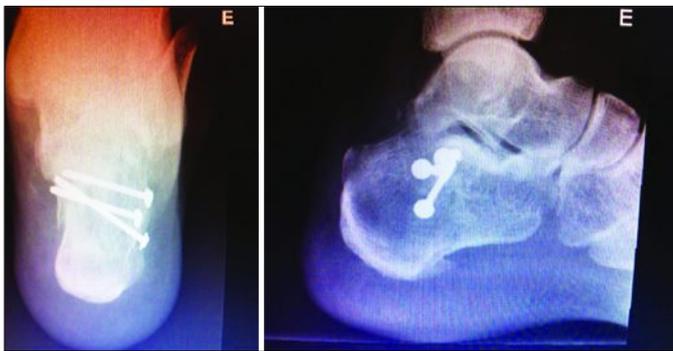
Radiografias pós-operatórias demonstrando a fixação e a redução da faceta posterior nas incidências axial posterior e lateral.
